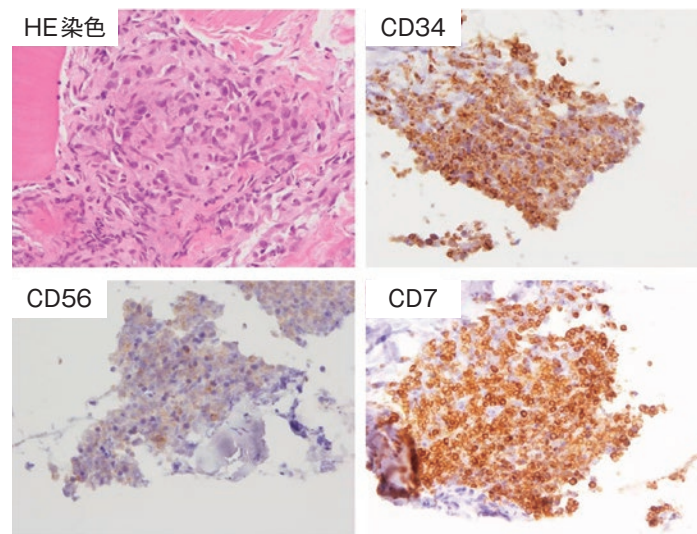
超音波ガイド下針生検の組織所見. HE染色ではほとんどの組織が壊死組織であった. 一部に腫瘍組織を認めた. CD34陽性, CD56陽性, CD7陽性であった.
